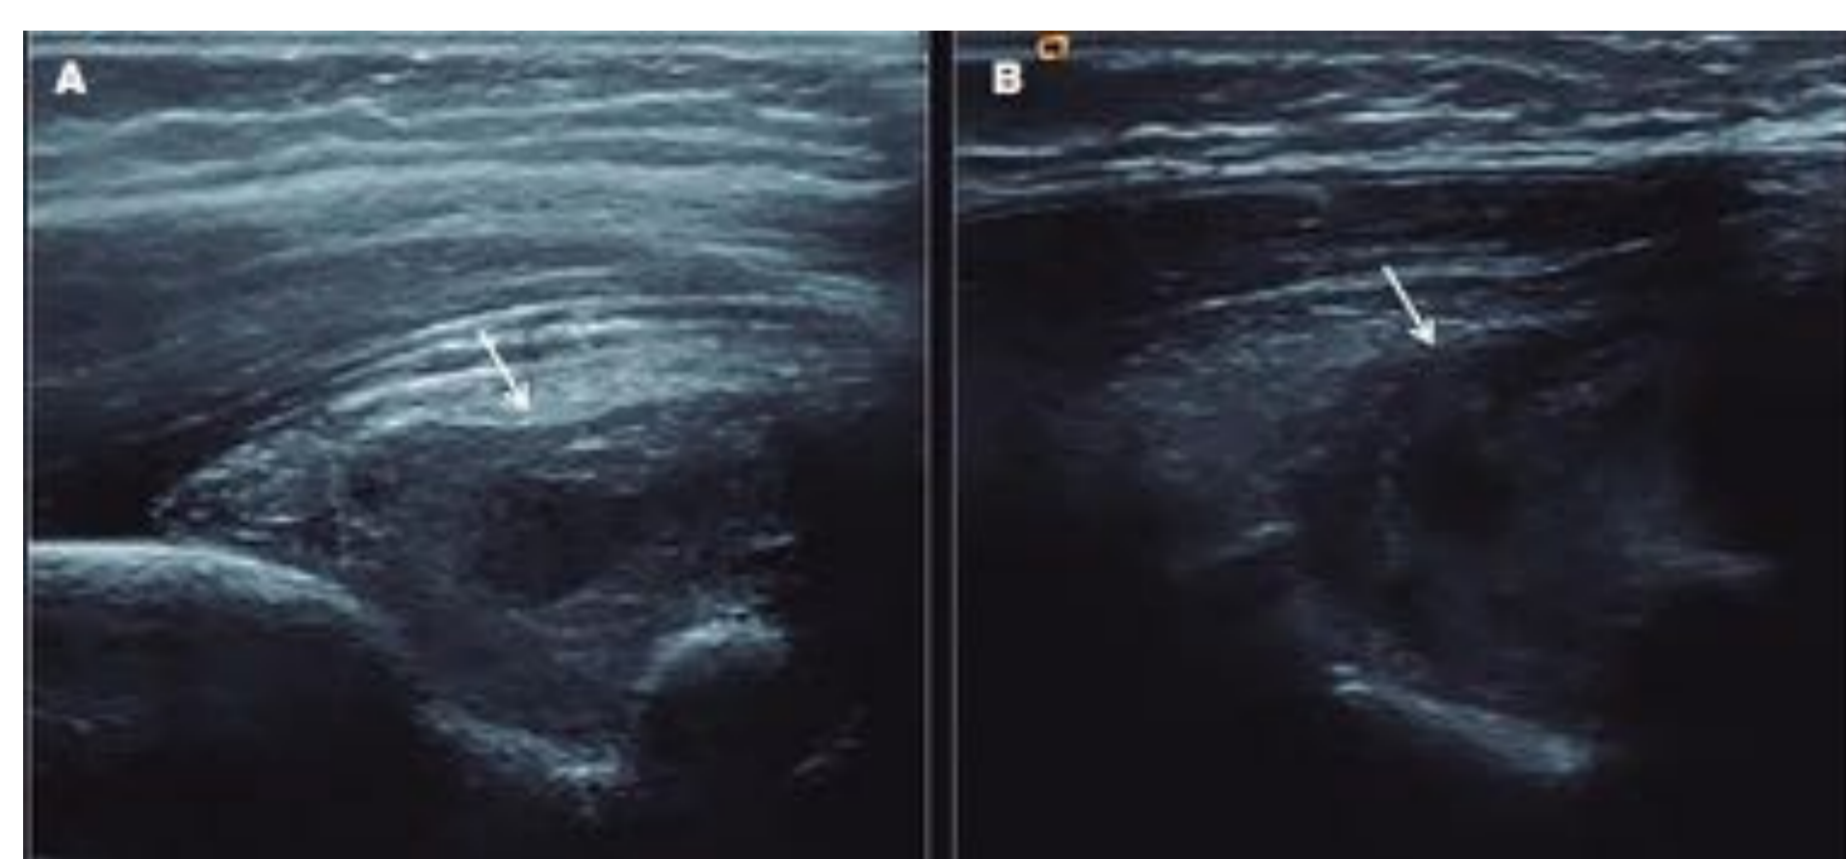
Ecografía de la región anterior del codo, plano sagital (A) y transversal (B). Hemartros agudo en receso húmero-radial anterior de codo (flechas).
